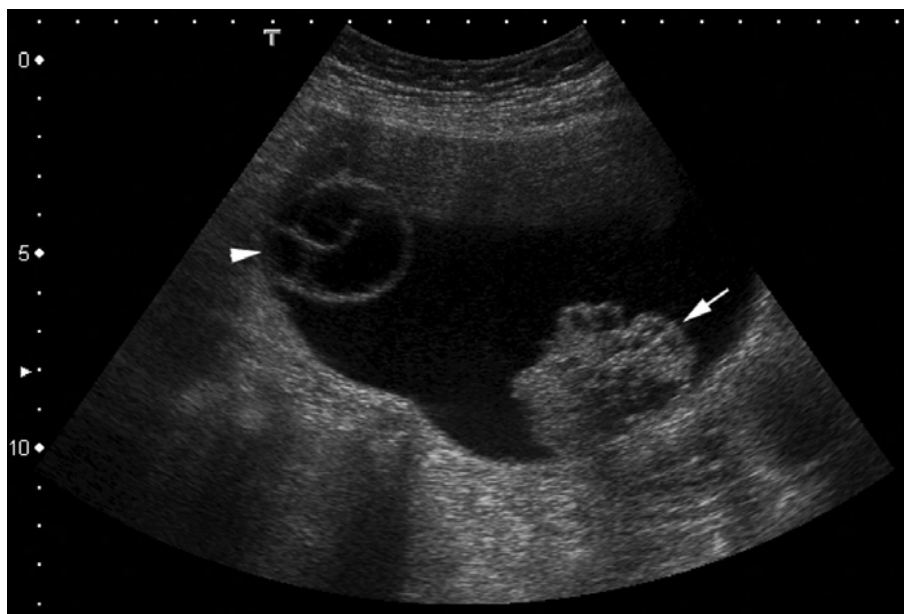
Cystadénome séreux borderline. Image échographique d'une masse à prédominance kystique avec un nodule irrégulier (flèche) et septa (tête de flèche). Cet aspect n'est pas caractéristique pour le distinguer des autres tumeurs séreuses. (22)
